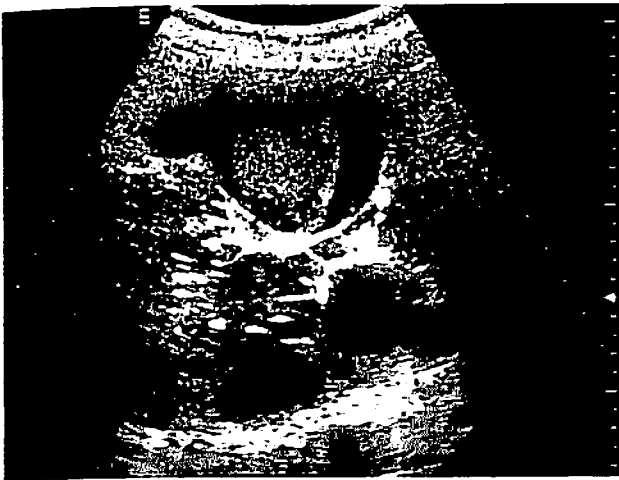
Malattia policistica autosomica dominante dell'adulto. Recente episodio di dolore violento al fianco con ematurai grossolana ed espulsione di coaguli. Nel contesto della degenerazione cistica massiva sono evidenti cisti con vegetazione finemente iperecogena e strutturata, a tratti disomogenea per presenza di piccole lacune anecogene da riferire a cisti complicata. La mancanza di segnale Doppler nel contesto della vegetazione endocistica e la mancata perulsione al MDC ed alla TC depongono per la natura degenerativa della cisti.
